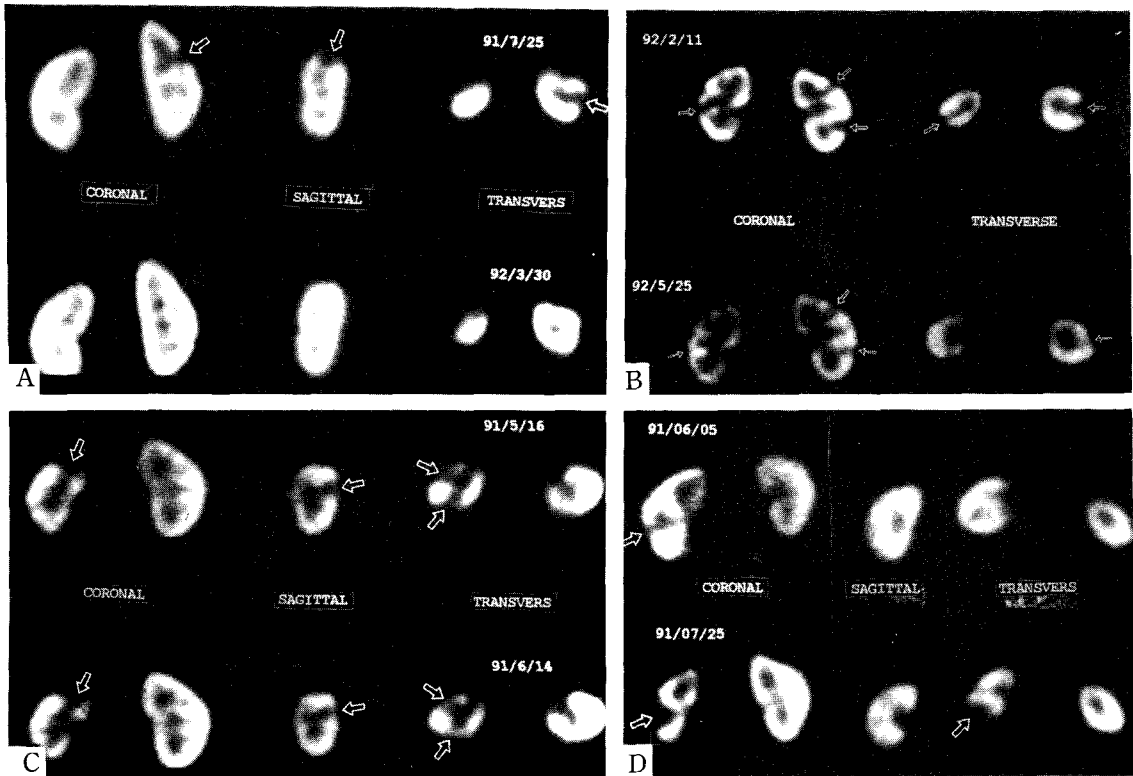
Follow-up ^{99m}Tc-DMSA SPECT.
